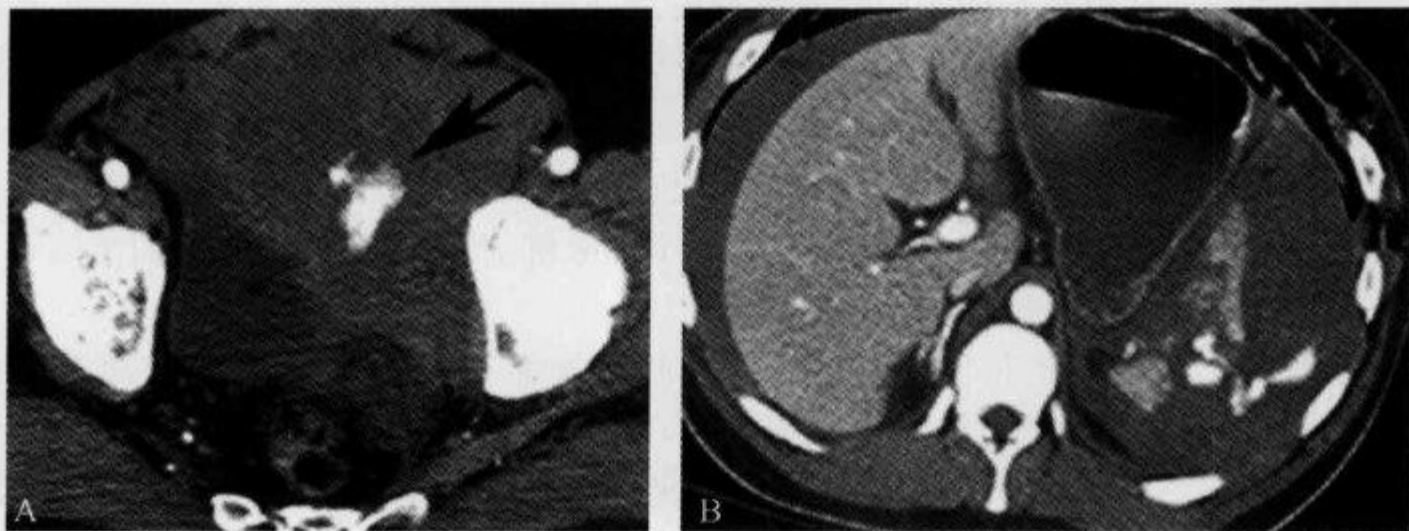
活动性动脉外渗,增强 CT 示“哨兵血块征”
